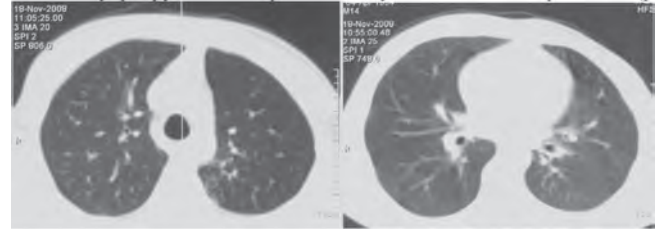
МСКТ грудной клетки после окончания основного курса специфической терапии (12 месяцев)
